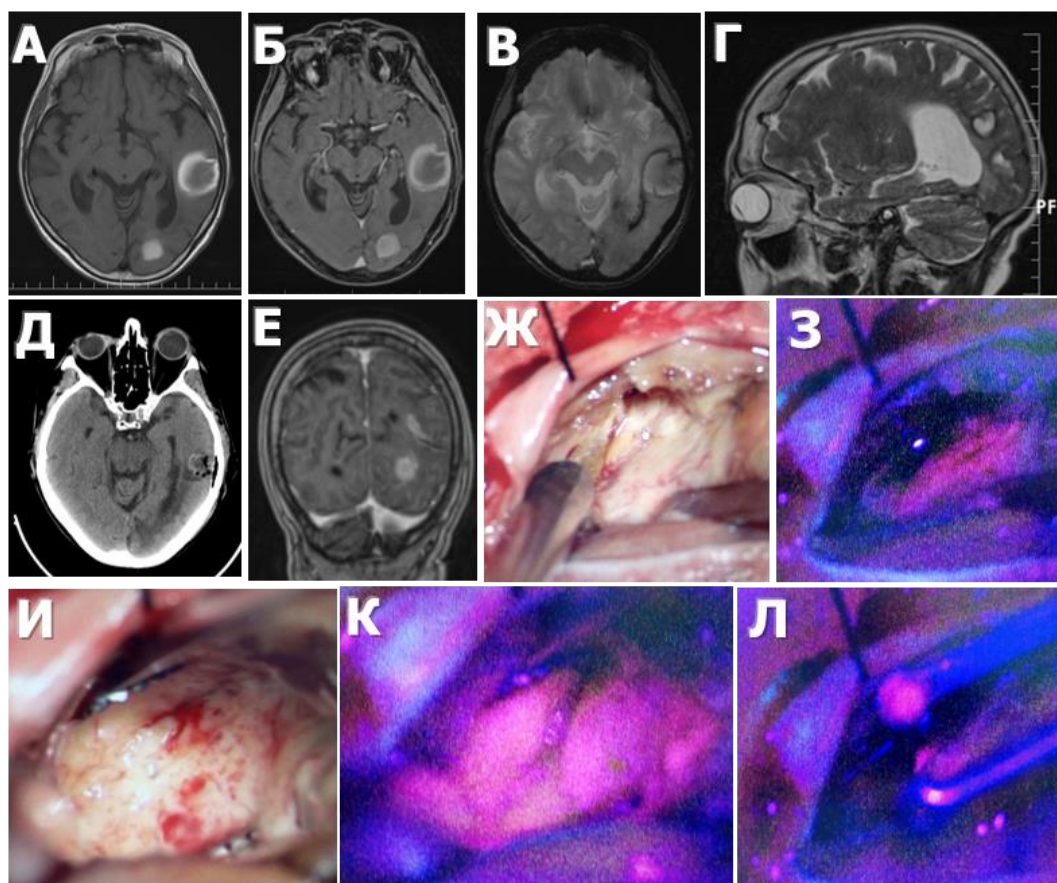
Ж., 75 лет. Клиническое наблюдение 34. А: МРТ головного мозга до операции, T1, аксиальный срез. Визуализируются внутримозговые кровоизлияния в левой височной и затылочной долях. Б – МРТ в T1 режиме с контрастированием, отмечается отсутствие контрастирования, признаков вторичного поражения нет, В – МРТ до операции в T2 режиме, аксиальный срез, Г – МРТ до операции в T2 режиме, сагиттальный срез, выявляются следы перенесенных ранее кровоизлияний в затылочной доле. Д – СКТ, аксиальный срез после операции удаления гематомы в левой височной доле, Е – МРТ до операции, коронарный срез, T1 режим с контрастированием. Ж – интраоперационная фотография в белом свете после удаления внутримозговой гематомы в левой височной доле, З – яркая флуоресценция стенок послеоперационной полости, И - интраоперационная фотография в белом свете после удаления внутримозговой гематомы в левой височной доле, большее увеличение, отмечается вид неизмененного белого вещества височной доли, К - яркая флуоресценция стенок послеоперационной полости, большее увеличение, Л – взятие дополнительной биопсии из ложа.
